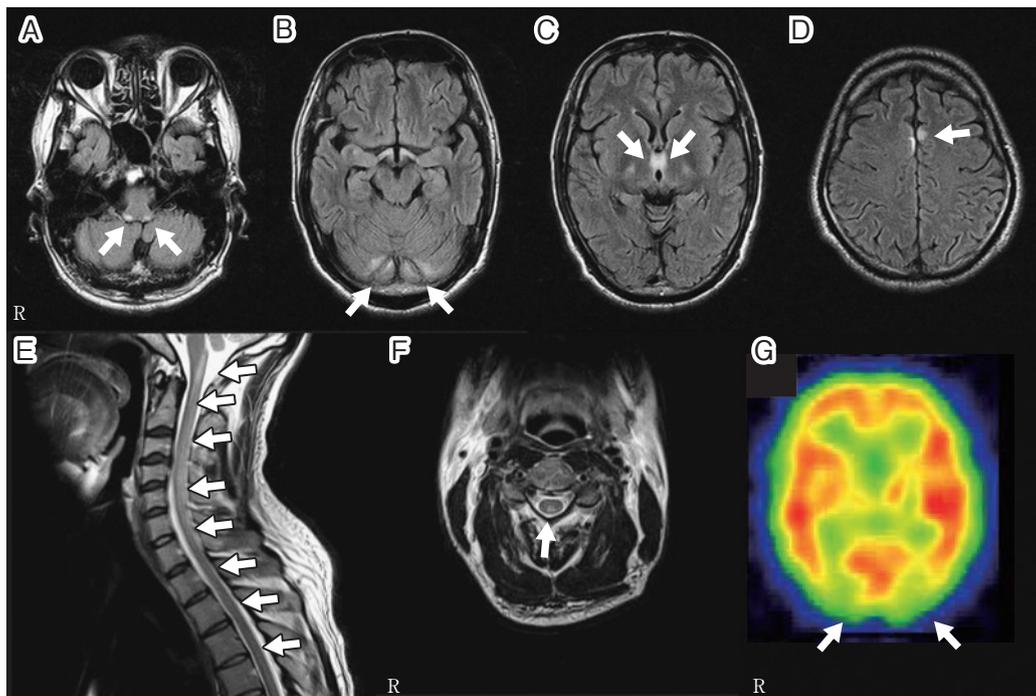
Brain MRI (1.5T), spinal cord MRI (1.5T) and ^{123}I -IMP-SPECT performed on the second admission.
